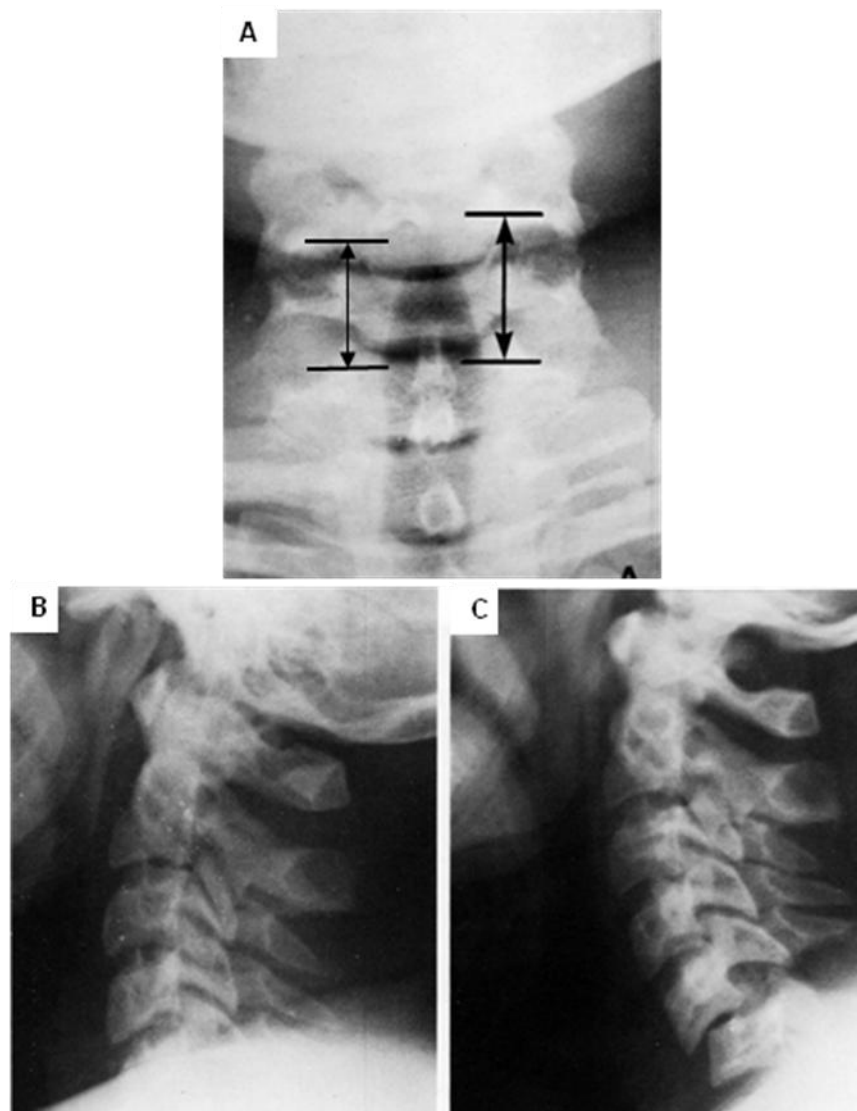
83. A. Radiografía frontal del cuello con el paciente en supino, hay una separación evidente entre las apófisis espinosas de C5 y C6 que se han marcado con flechas, de mayor amplitud en el lado izquierdo. B. Proyección lateral en supino del mismo paciente, los hombros ocultan la lesión. C. En la proyección lateral con el paciente de pie los hombros descienden y se observa la dislocación de C5-C6. Colocar al paciente de pie es peligroso y la lesión es evidente desde la proyección en decúbito.
